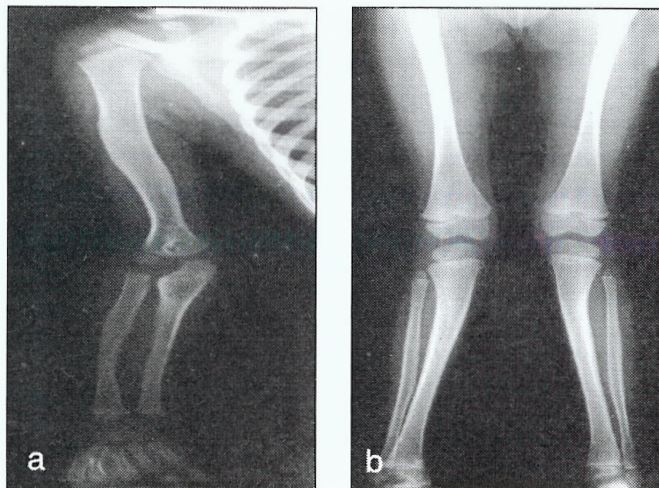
Radiografias do esqueleto:
